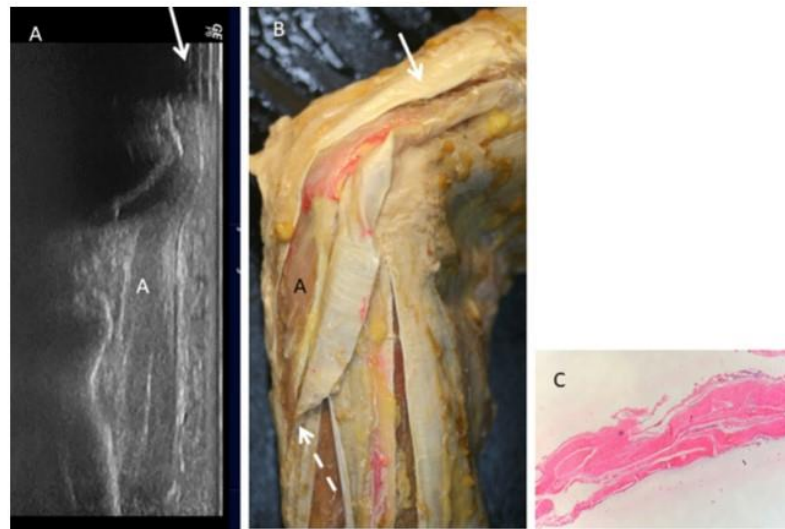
a An ultrasound view and b anatomical cut of the anterior compartment of the forearm. Arrows show the fascia that surrounding the flexor carpi radialis (FCR) and the flexor carpi ulnaris (FCU)
